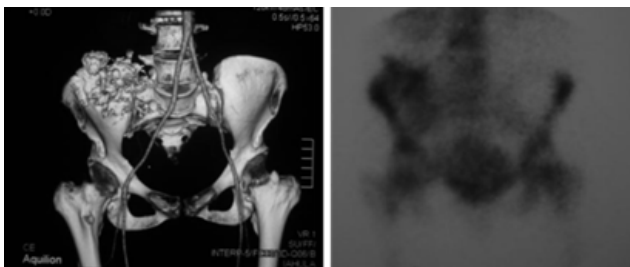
Imágenes de reconstrucción 3D de la TC (izquierda) y del gammagrama óseo (derecha).
